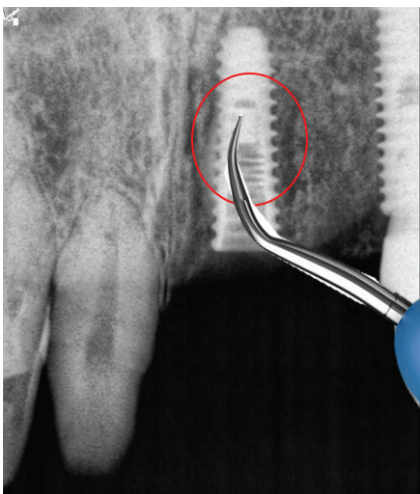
파절된 연결나사를 초음파기구로 역회전하면서 제거하기
